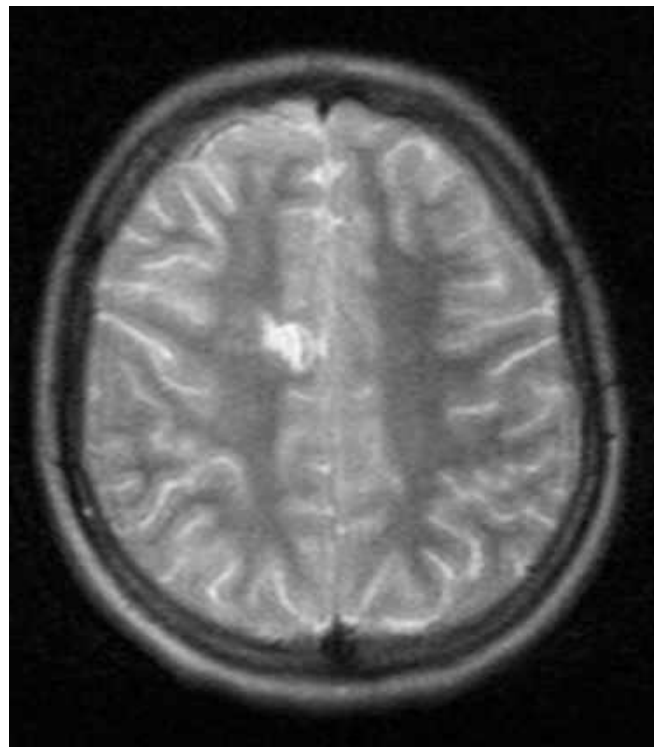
Післяопераційний МРТ-контроль (T2 ЗЗ, аксіальний зріз). Тотальне видалення каверноми за допомогою рамкової нейронавігації (спостереження №32, хвора К-к, історія хвороби №392).
